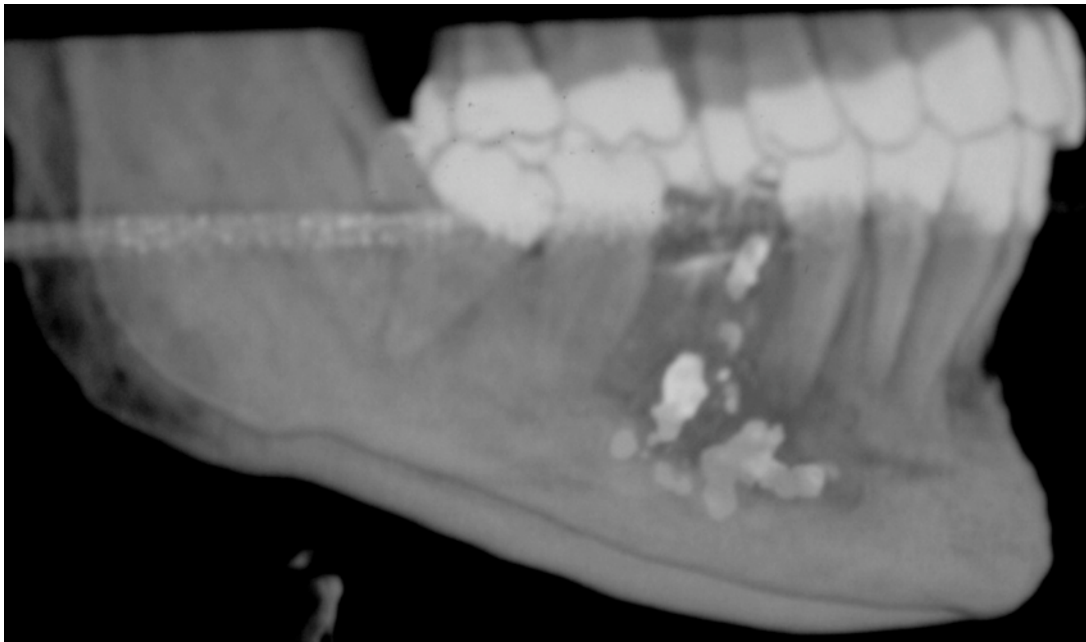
Tomografía axial computarizada, donde se observa extravasación del material endodóncico, hacia el espacio del canal del NAI, en la zona del primer molar.⁵
